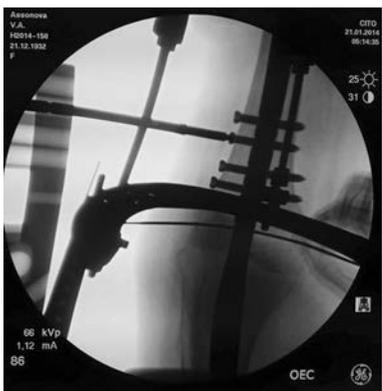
Рентген контроль дистального отдела бедра
